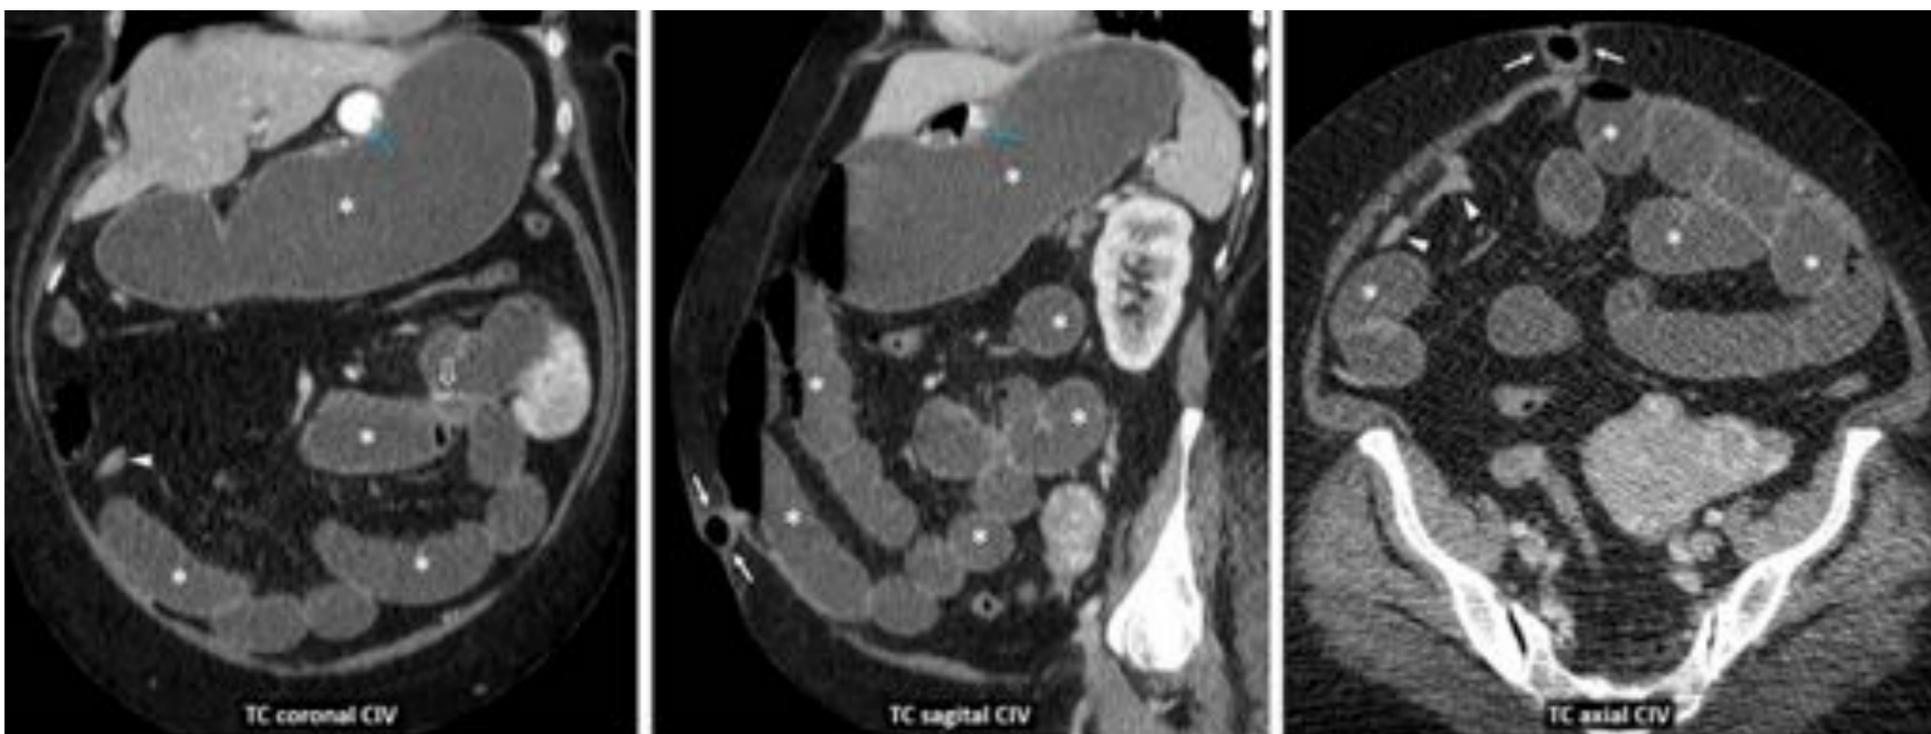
Pequeña eventración umbilical muy obstructiva tras by-pass gastroyeyunal. Mujer de 61 años. Leucocitosis y dolor en 5º día tras cirugía bariátrica laparoscópica. Se sospecha fuga anastomótica. TC con contraste oral. Gran dilatación del asa biliar y común (*) hasta pequeña eventración umbilical (flechas blancas), con colapso del intestino distal (cabecitas de flecha). Flecha hueca: anastomosis al pie de asa. Flechas azules: asa alimentaria (con contraste oral positivo). Requirió reducción quirúrgica sin resección intestinal. Véase también el Vídeo(5'27'').*
